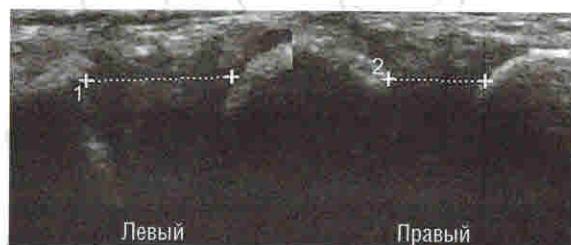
Асимметрия ширины грудино-ключичных суставов по данным УЗИ в случае подвывиха левой ключицы
